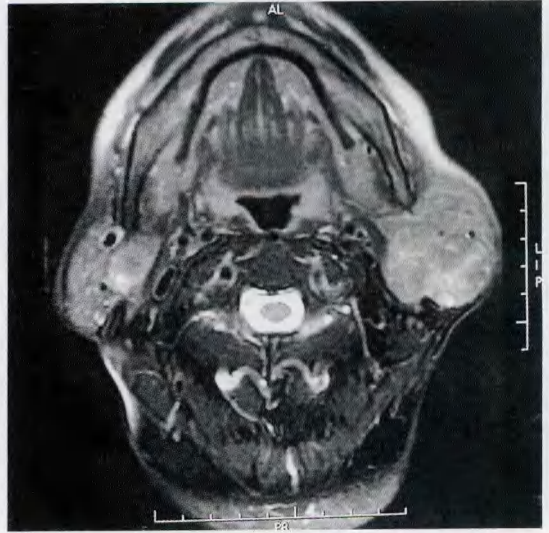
Warthin 瘤。MRI 平扫抑脂横轴位 T₂WI 示双腮腺肿块稍高信号, 内见小圆形囊变高信号。
